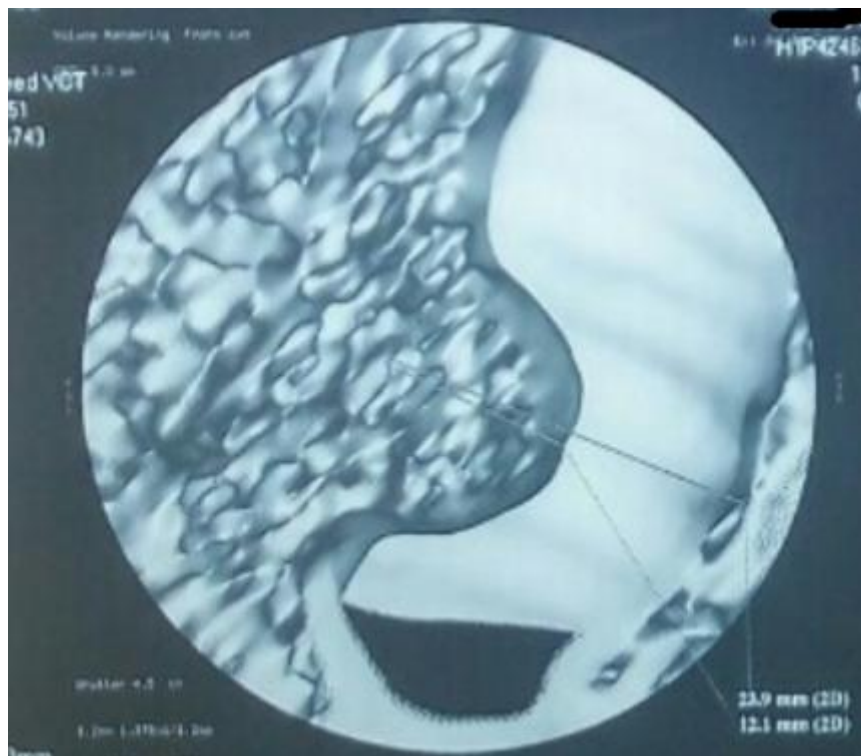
[118]:Imagerie bronchoscopique virtuelle par TDM d'une tumeur carcinoïde atypique siégeant à la jonction du tiers supérieur et du tiers moyen de la trachée
